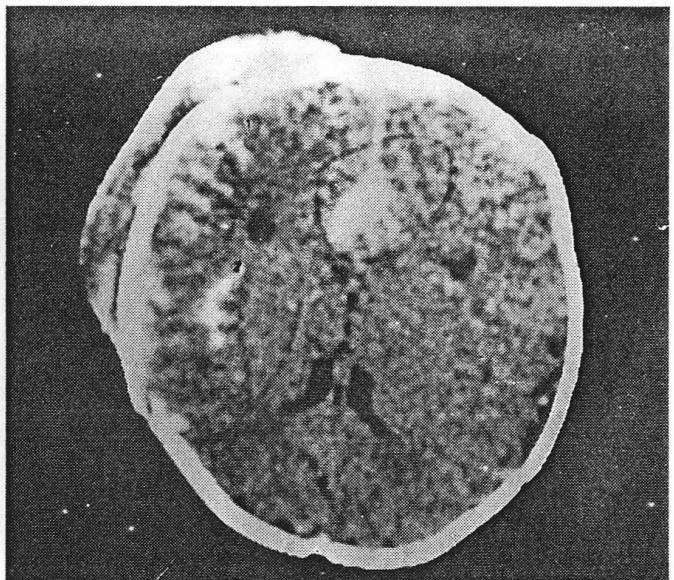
CT scan demonstrates subgaleal hematoma and subarachnoid hemorrhage.
